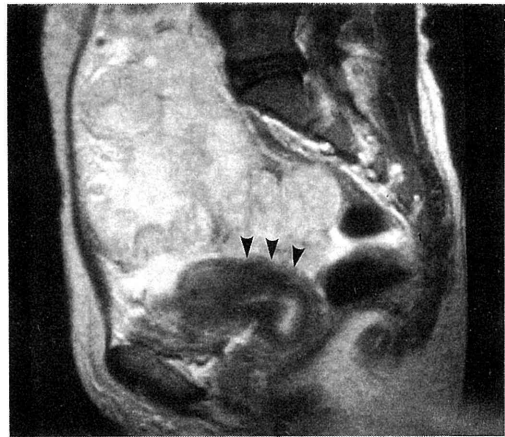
類内膜癌 III 期. 前屈した子宮体部の辺縁は不明瞭となっている (矢頭). MRI にては腫瘍浸潤ありと診断されたが, 同部は癒着を示すのみであった (撮影条件: TR/TE=1500/80 msec).
